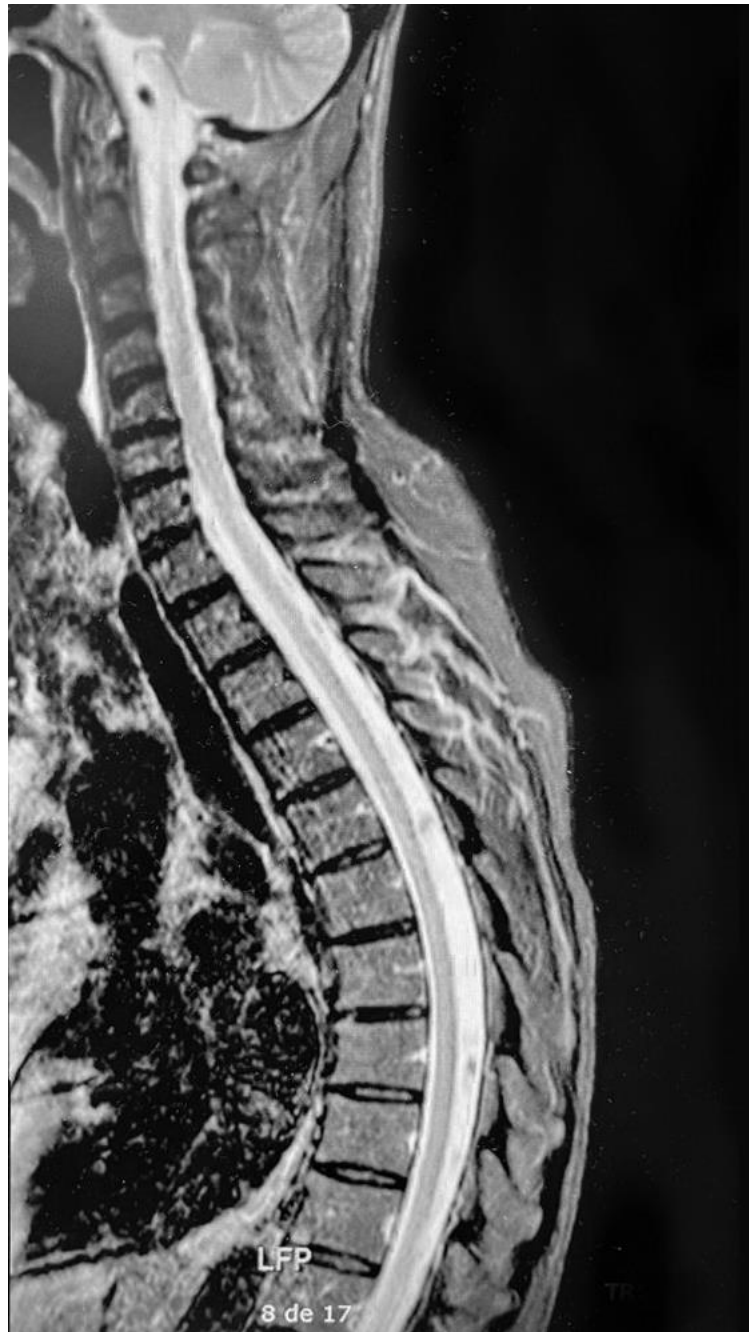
Resonancia magnética de columna cervical y dorsal con contraste, donde no se evidencia mielopatía. Obtenida de: historia clínica de la paciente
